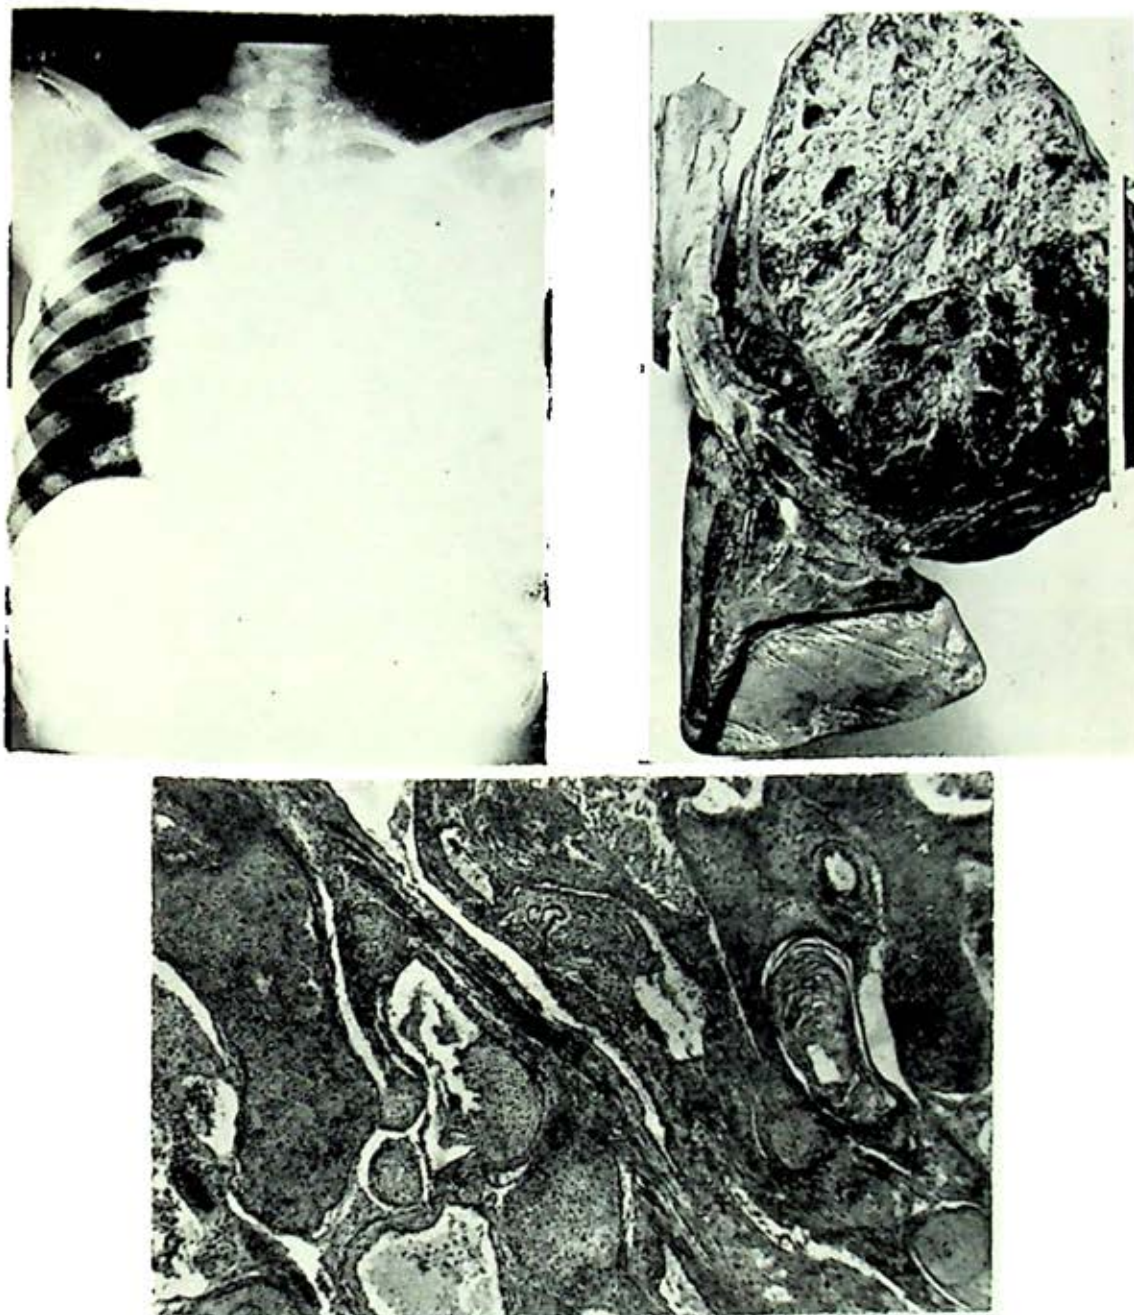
La radiografía revela opacidad de casi todo el hemitórax izquierdo. En su ángulo costo-diafragmático se esbozan algunas costillas.
